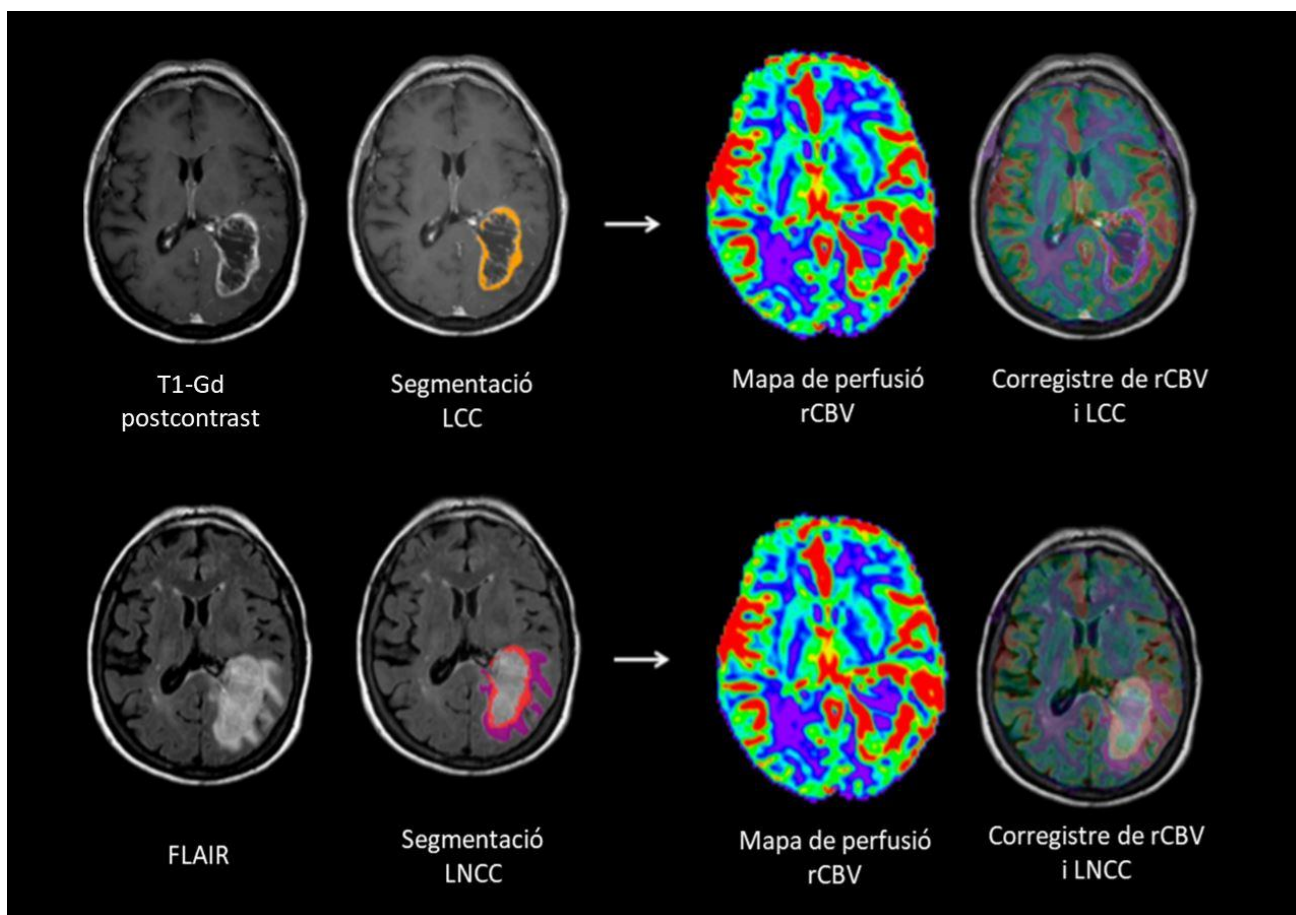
Segmentació, correcció i VOIs a les seqüències PWI. La segmentació lesional mitjançant VOIs es va realitzar en base a les seqüències T1-Gd i FLAIR, pels components de LCC i LNCC, respectivament. Per tal d'obtenir la parametrització resultant dels mapes de PWI i DWI, es va realitzar un correcció d'aquests components lesionals segmentats. El correcció en els mapes de DWI no es mostra en aquesta representació. Adaptada de la referència (173).
